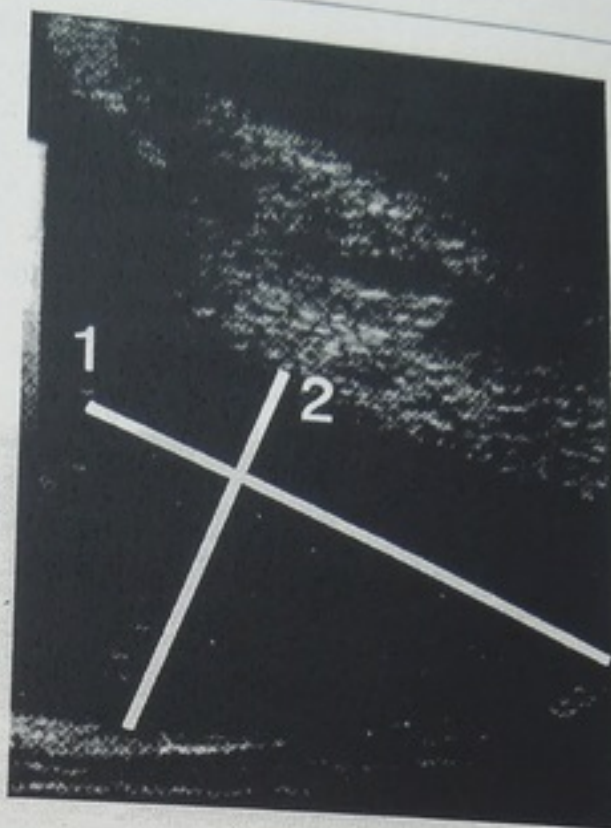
ТРУЗИ предстательной железы линейным датчиком в продольном сечении с разметкой ее размеров: 1 – длина, 2 – толщина
